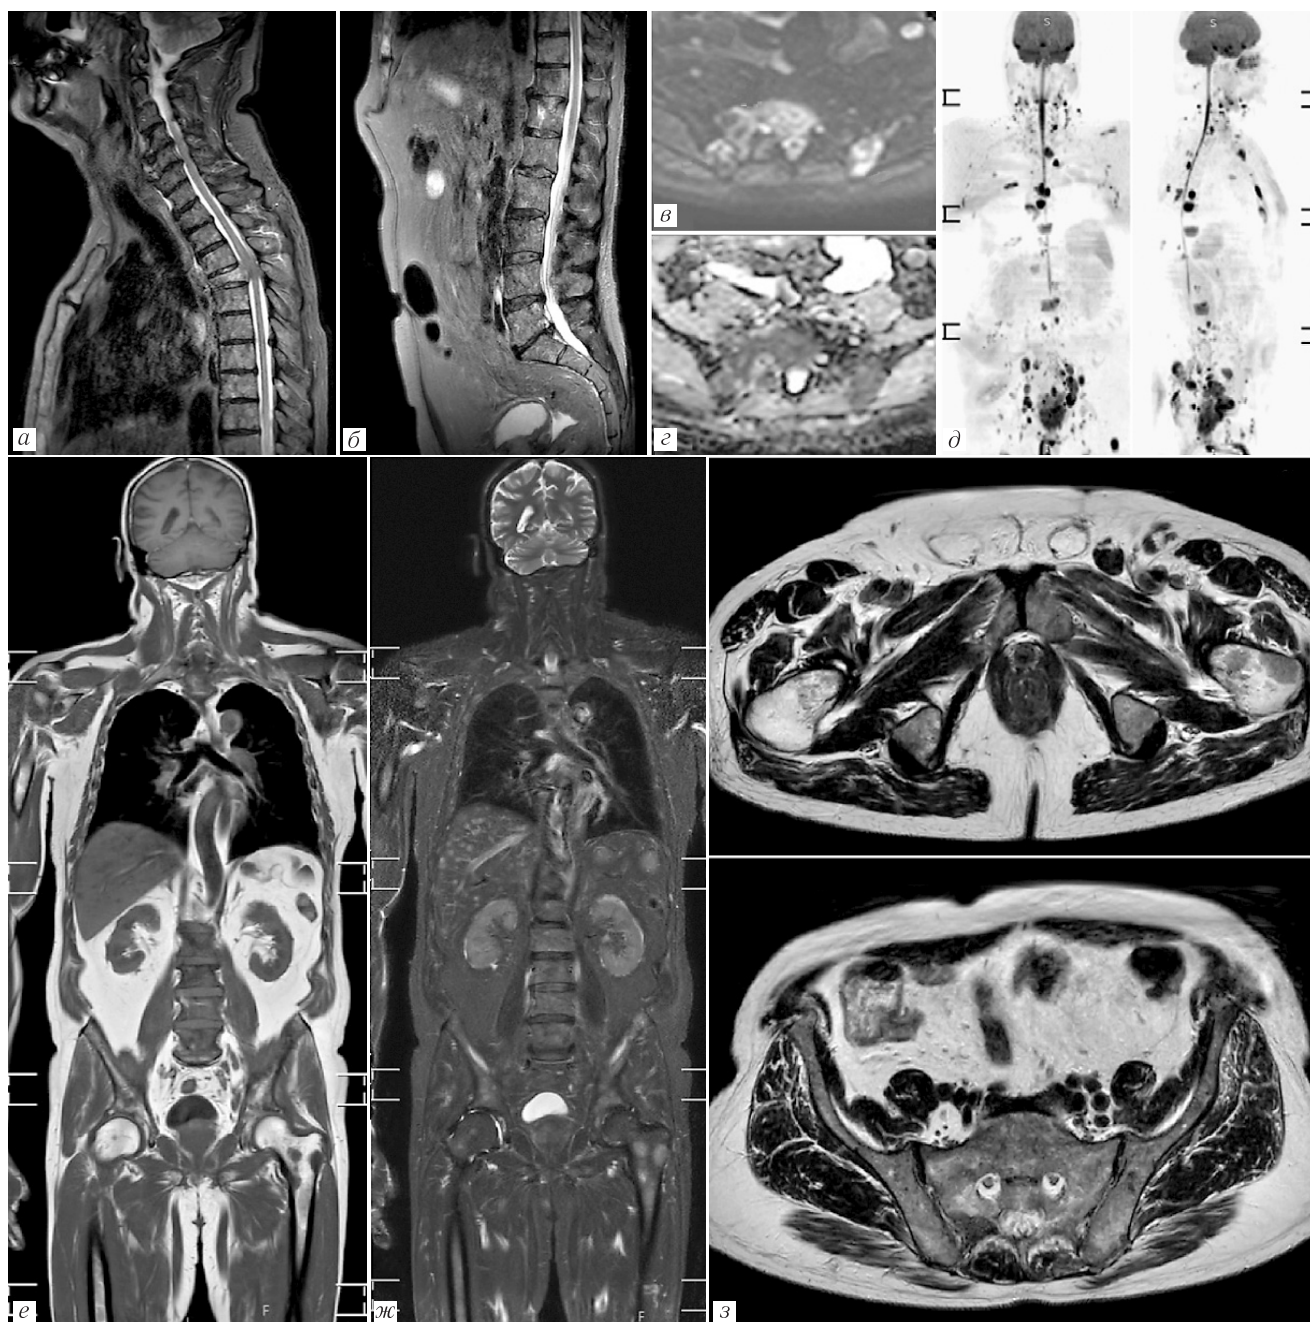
Стандартный протокол сканирования пациента с КРПЖ в соответствии с рекомендациями Met-RADS-P: *a, б* — томограммы всего позвоночника в ИП STIR (сагиттальная плоскость), аналогичные изображения в режиме T1-ВИ не представлены; *в* — ДВИ с b -фактом 800 с/мм^2 в аксиальной плоскости; *г* — карта ИКД; *д* — инвертированная MIP-реконструкция ДВИ всего тела с b -фактом 800 с/мм^2 в двух проекциях; *е* — реконструкция T1-ВИ всего тела в коронарной плоскости; *ж* — реконструкция изображения всего тела в ИП STIR в коронарной плоскости; *з* — T2-ВИ в аксиальной плоскости на двух уровнях
